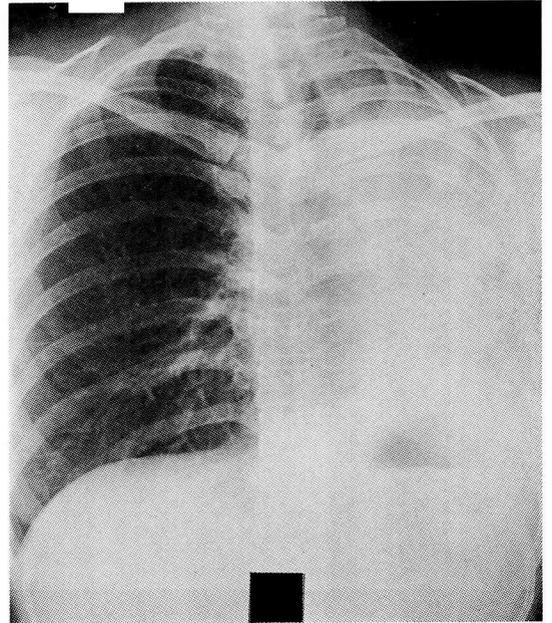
Chest X-ray film taken 5 months after admission, showing left total collapse accompanying mediastinal shift with right lung herniation to left side.
